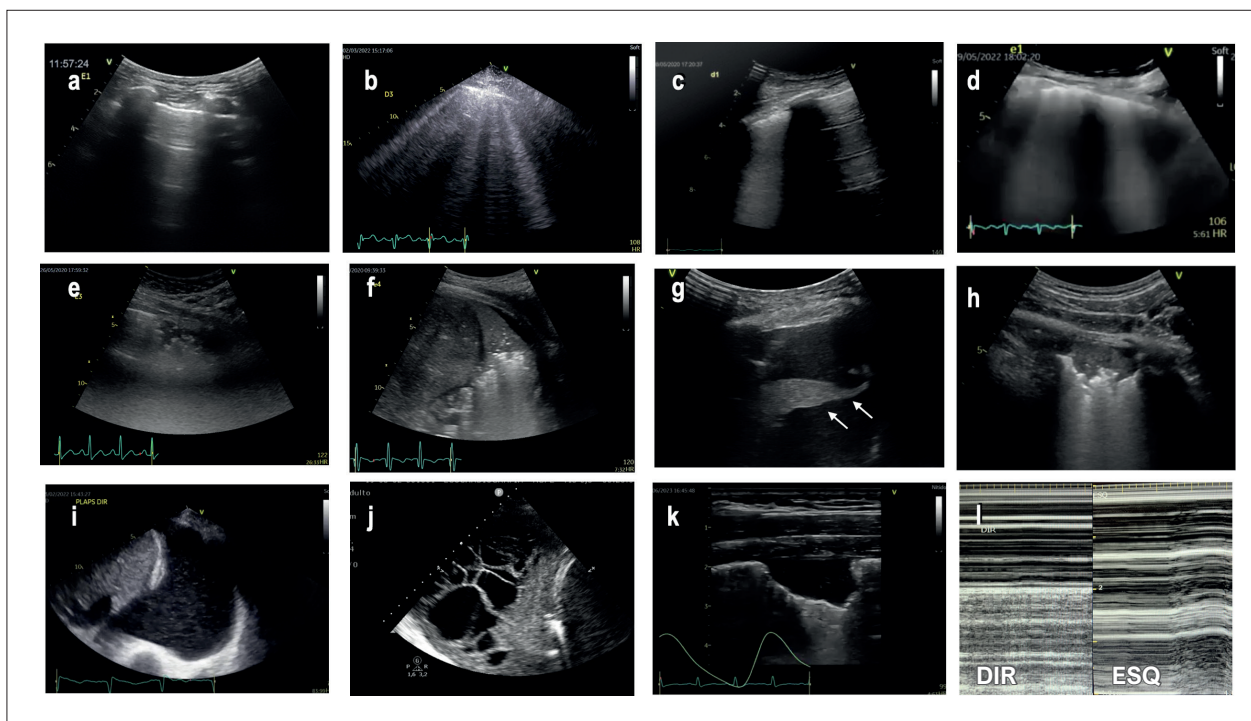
Achados à ultrassonografia pulmonar, descrição detalhada na Tabela 4. a. linhas A, b. linhas B, c. linhas B coalescentes com zonas poupadas, d. linhas B coalescentes, e. consolidação subpleural, f. consolidação translobar, g. atelectasia compressiva, h. sinal do retalho, i. sinal do plâncton, j. derrame septado, k. consolidação subpleural triangular com sonda linear (tromboembolismo pulmonar), l. código de barras (pneumotórax em pulmão esquerdo). DIR: direita; ESQ: esquerda.
